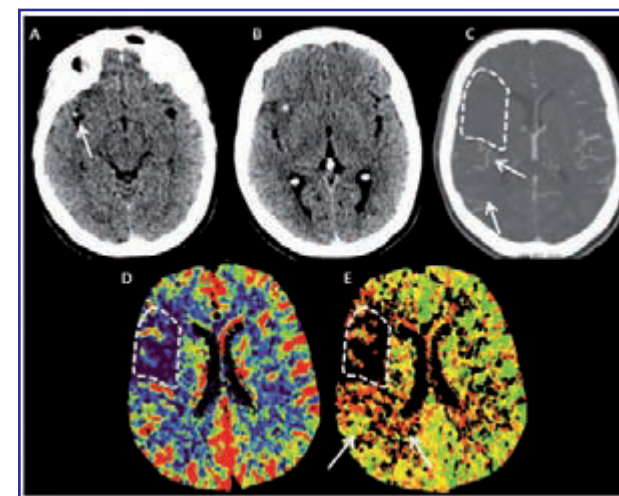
TC s/c y Perfusión TC en ACVi hiperagudo. Paciente de 52 años con hemiplejía izquierda de instalación brusca de 60 minutos de evolución. Se realiza TC s/c (A y B) en donde se observa el signo de la cerebral media hiperdensa (→) del lado derecho y una pequeña zona de pérdida de diferenciación sustancia gris/blanca (*). En la angio-TC (C) existen redes colaterales distales (→) con una zona anterior sin estructuras vasculares. En los mapas de perfusión volumen sanguíneo cerebral (D) y tiempo de tránsito medio (E) se delimita el área anterior (punteada) hipoperfundida, y una zona distal con enlentecimiento circulatorio pero volumen conservado (→). Esta zona es el área de penumbra o tejido potencialmente recuperable.
